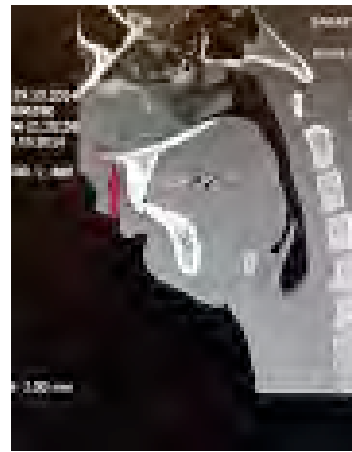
Fracture of the anterior nasal spine at sagittal maxillofacial tomography imaging.
